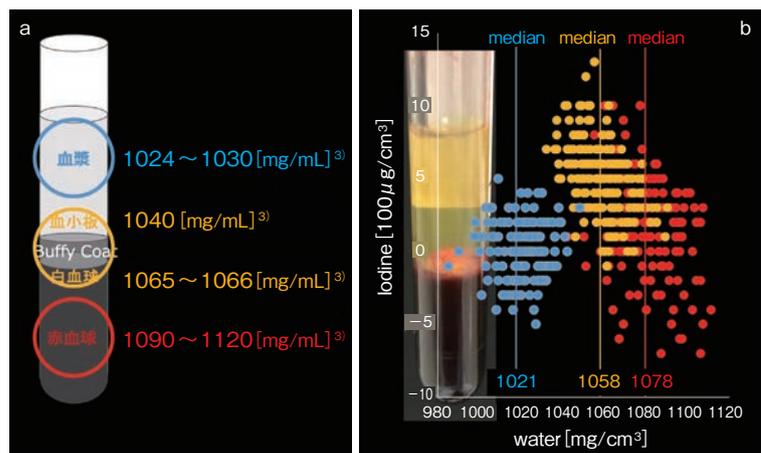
Dual energy CTを用いた血液密度の定量結果
